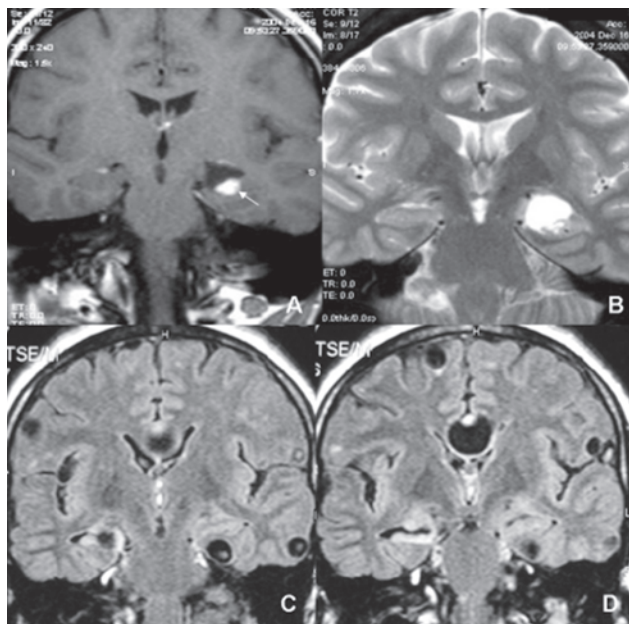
Exemplos de neoplasia associada à epilepsia límbica (A e B) e de patologia dupla (C e D). A) Seqüência coronal ponderada em T1 com gadolínio. Formação sólida/cística mesial temporal esquerda. A seta demonstra marcado realce do componente sólido. B) Seqüência coronal ponderada em T2. Aspecto cístico da lesão caracterizado por hipersinal. Ganglioglioma. C e D) Seqüências coronais FLAIR. Hipocampo direito reduzido e com hipersinal, sugestivos de EMT. Múltiplas formações císticas temporais e extra-temporais, algumas com imagens puntiformes centrais (scolex), compatíveis com vesículas viáveis em paciente com neurocisticercose.
